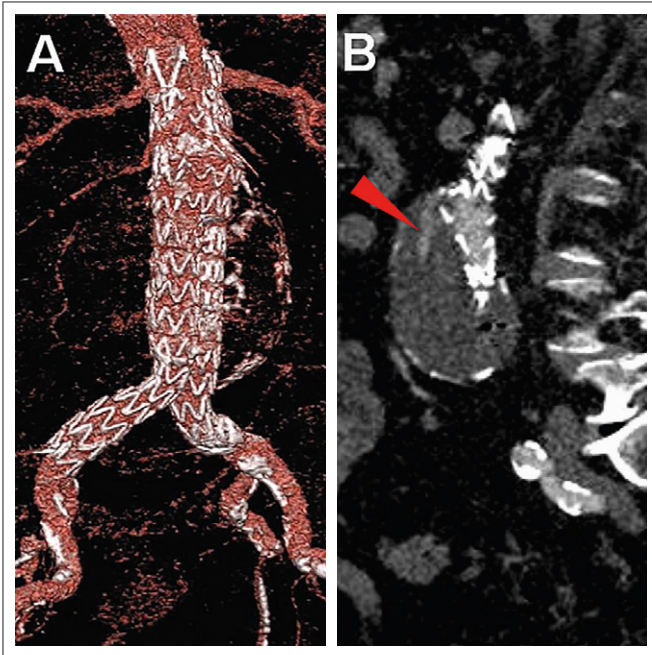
Verlaufs kontrolle nach EVAR-Prozedur mittels CT-Angiographie nach 9 Monaten. (A): Darstellung in VRT, regelrechte Entfaltung der Prothese; (B): sagittale Schnittebene, Nachweis eines Endoleaks Typ Ia ventrolateral (roter Pfeil).
